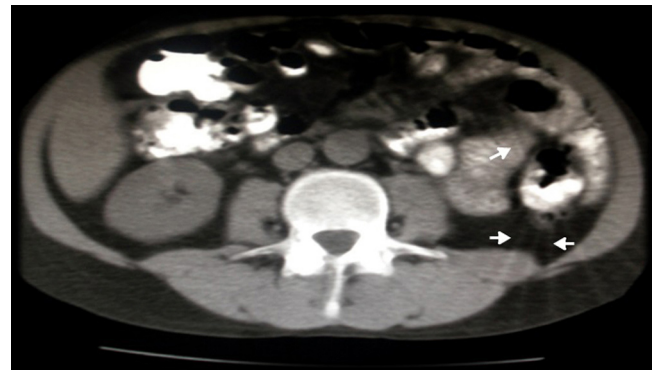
TC de abdomen con contraste oral, corte axial: la presencia del contraste oral baritado muy concentrado puede causar artefactos en "sol naciente", como se observa en el colon descendente (flechas).
